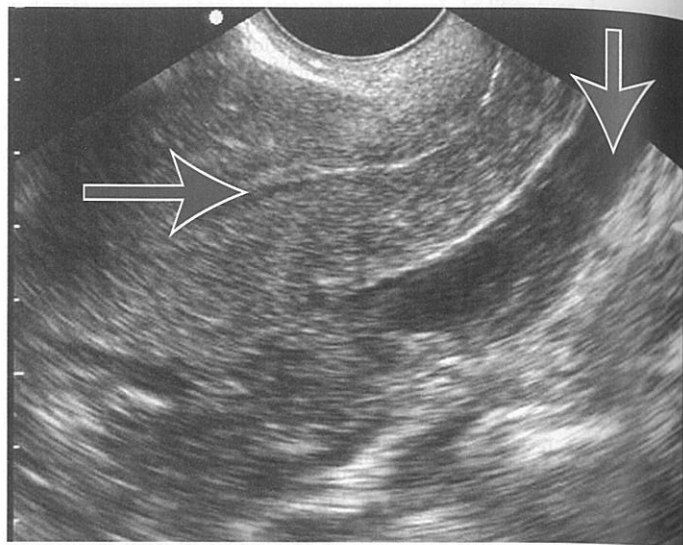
Sarcină ectopică: uter gol și lichid liber în fundul de sac posterior. Imagine sagitală transvaginală. Săgeata orizontală indică uterul gol (linia endometrială uterină), iar săgeata verticală indică lichidul din fundul de sac. [Reprodusă cu permisiunea Ma OJ, Mateer JR, Reardon RF, Joing SA: *Ma & Mateer's Emergency Ultrasound*, ediția a III-a © 2014, McGraw-Hill Inc, New York]
